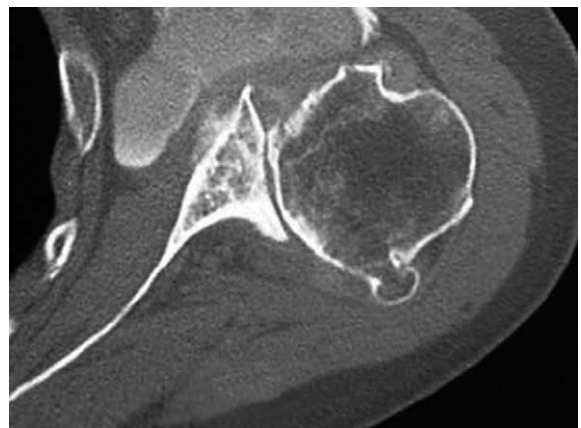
An axial computed tomography scan demonstrates a biconcave type glenoid.
